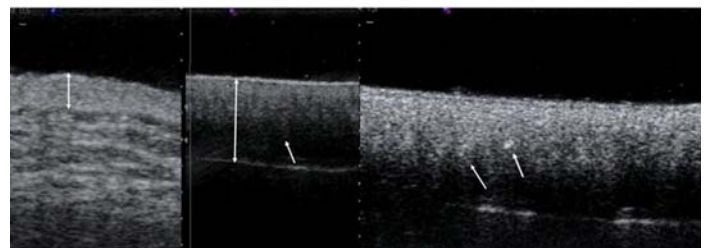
Cutaneous ultrasound of a healthy patient from the cervical-dorsal region. Striking dermal thickening of the case described (double arrow) compared to a healthy patient. Low transmission of ultrasound with hypoechogenicity and limited visualization of the deep dermis (arrow) and hypodermis. Presence of strongly echogenic hyperechogenic millimeter points in the dermis (arrows).
